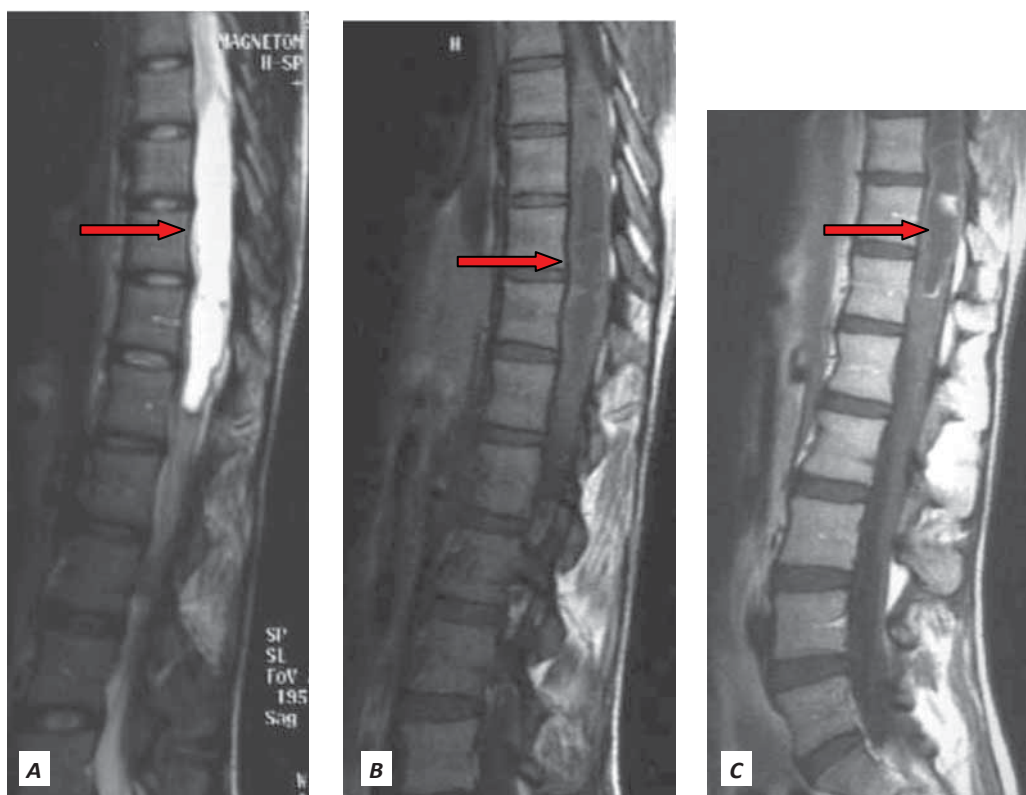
Examen RMN, TIM chistică la jonțiunea toraco-lombară
